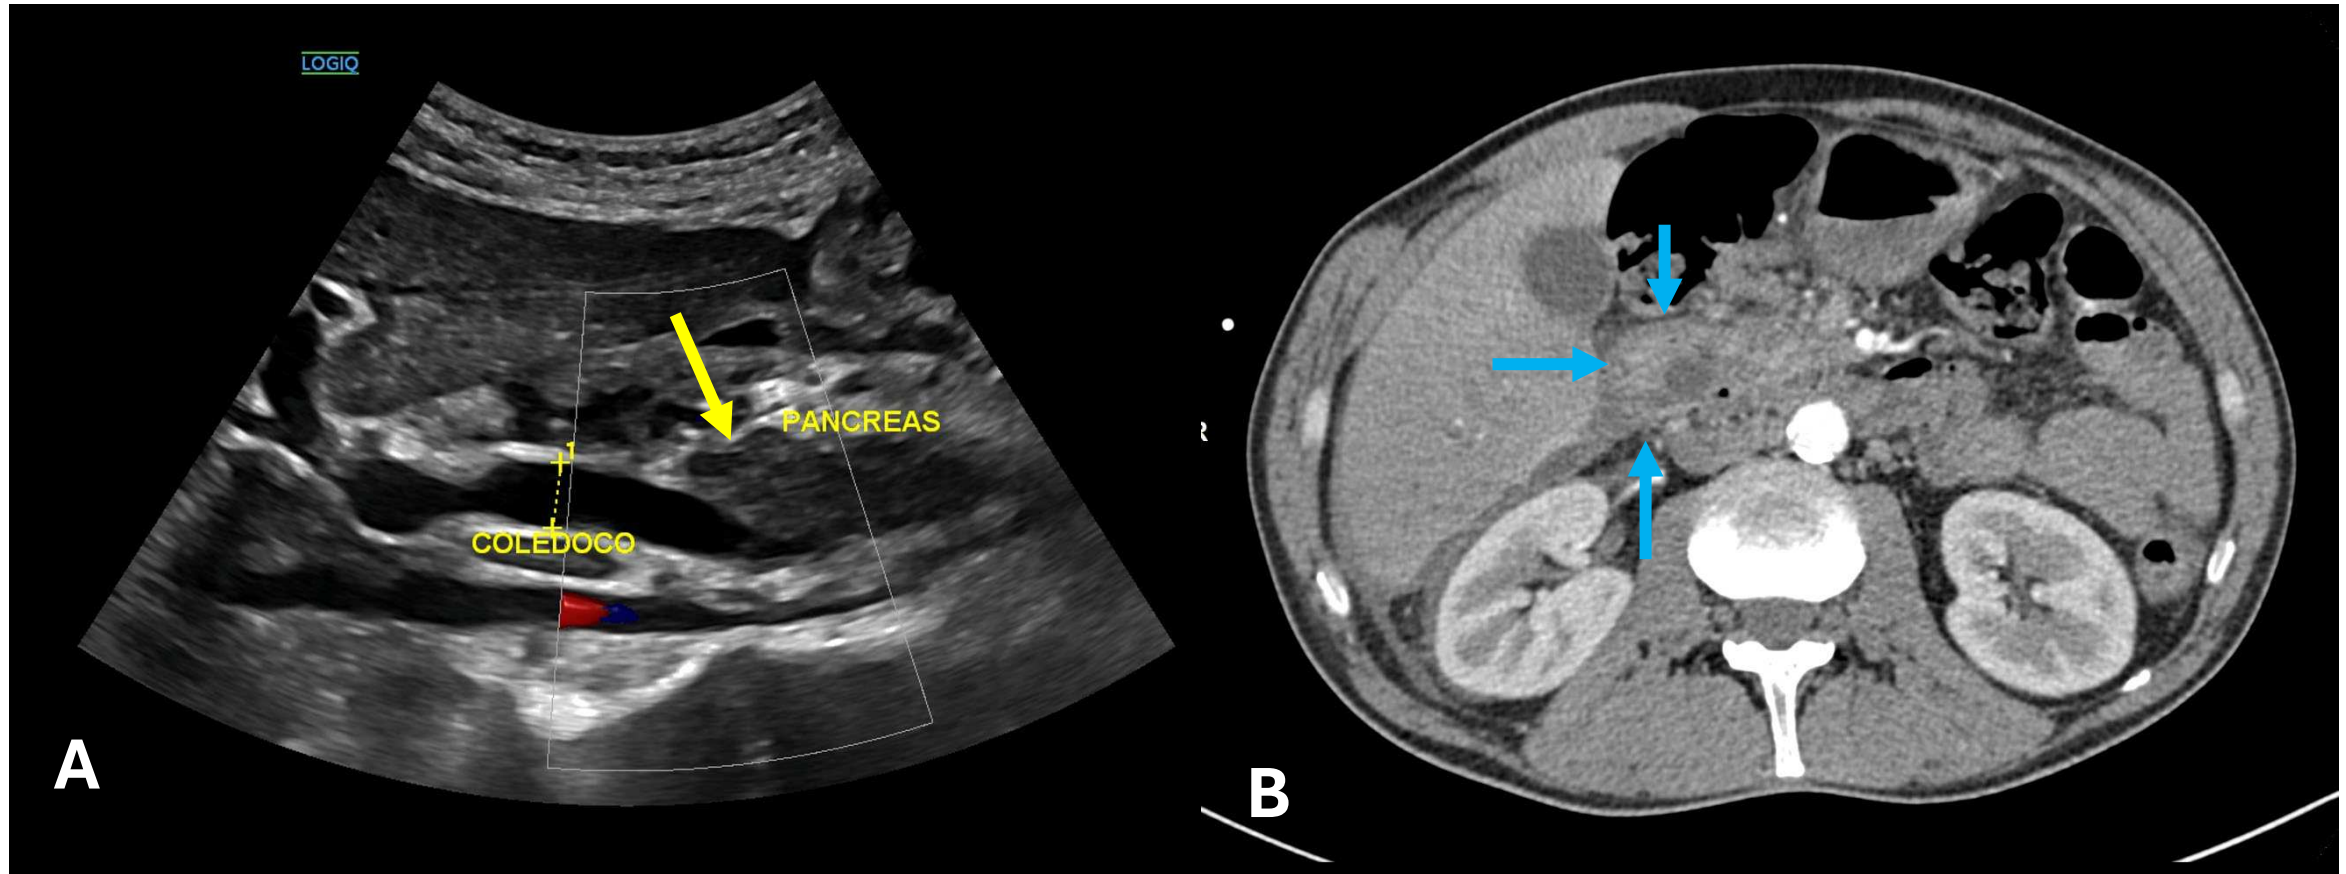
A: Ecografía abdominal que muestra engrosamiento de la pared duodenal y cambios inflamatorios en el espacio pancreatoduodenal (flecha amarilla) compatibles con pancreatitis del surco. B: Seguidamente, se realiza TAC abdominal con contraste intravenoso donde se confirman cambios inflamatorios en cabeza del páncreas (flechas azules), compatibles con pancreatitis del surco.
